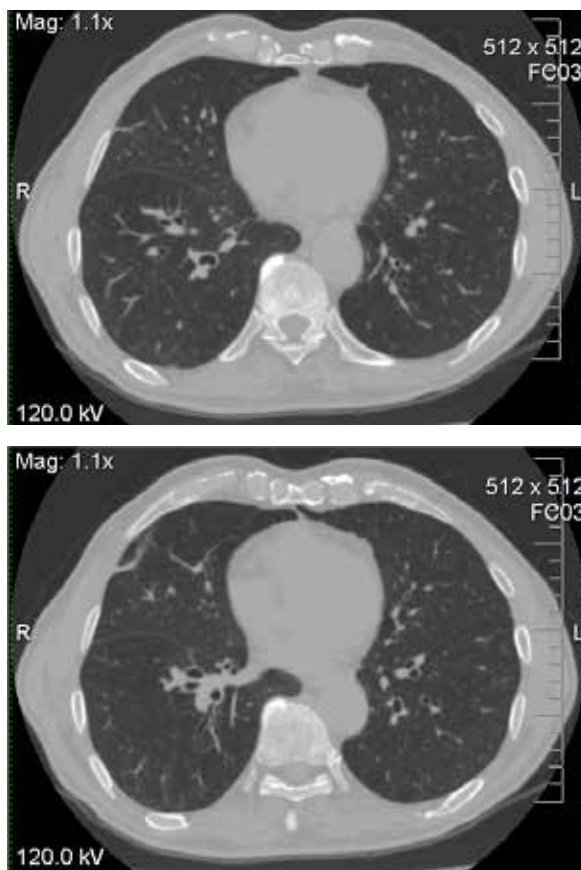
КТ легких в динамике после отмены антимикотической терапии
